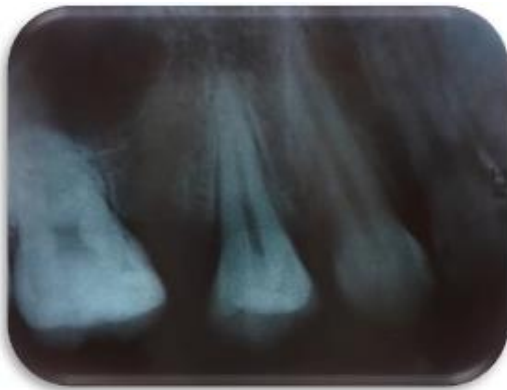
Radiografía de control al mes de la cirugía
